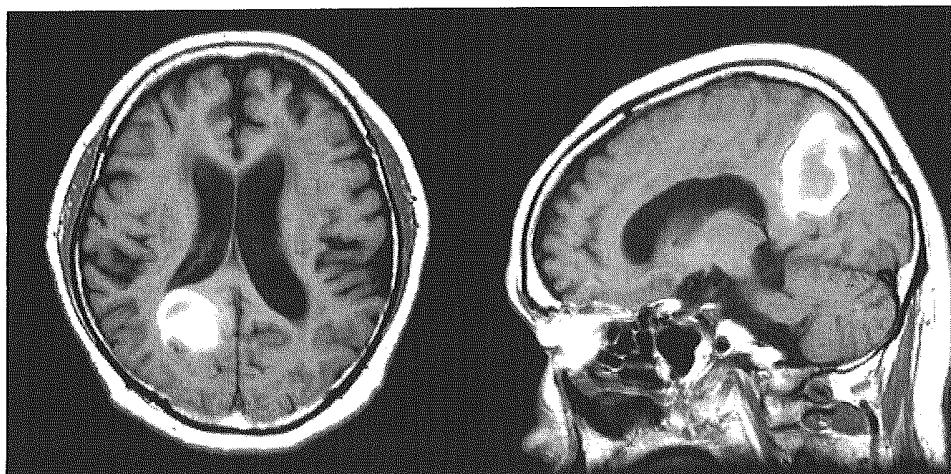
症例 MK の発症 4 週経過時の頭部 MRI (T1 WI)
